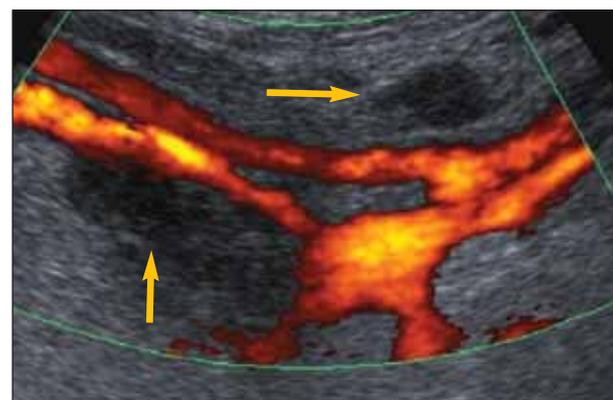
УЗ-томограмма. Метастазы РТМ в подвздошных ЛУ
